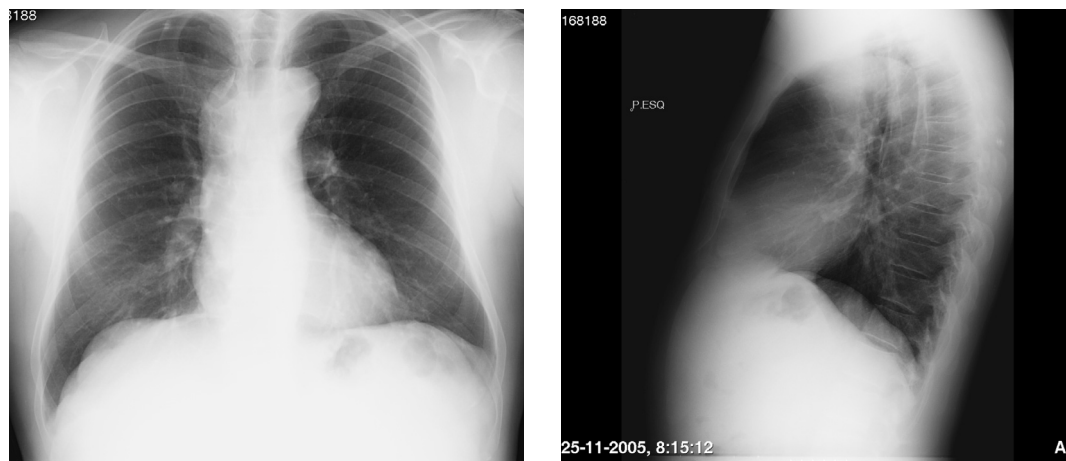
Radiografia pulmonar (incidência postero-anterior e perfil esquerdo) realizado na primeira consulta no hospital, onde se evidencia um alargamento do mediastino
